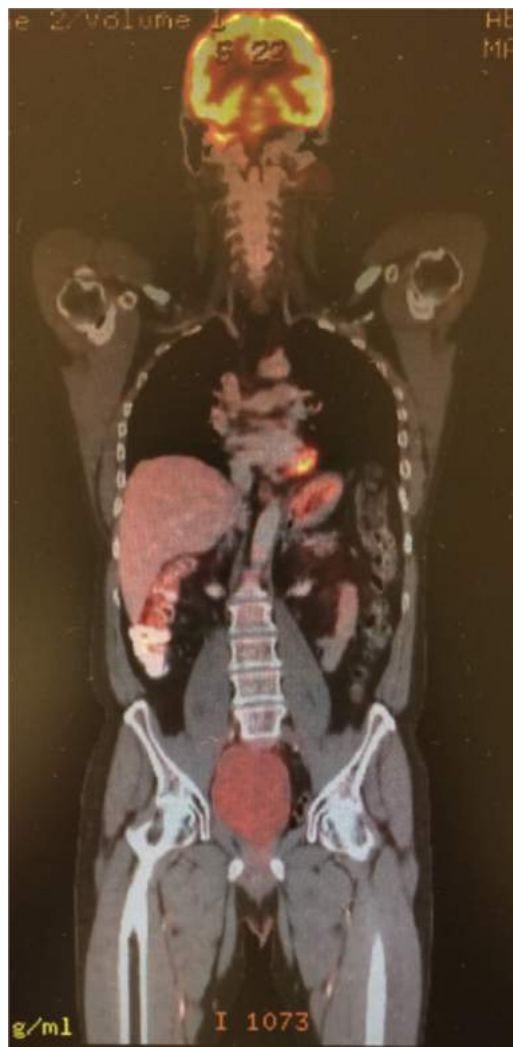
Imagen PET-CT con respuesta completa metabólica y por imagen.
